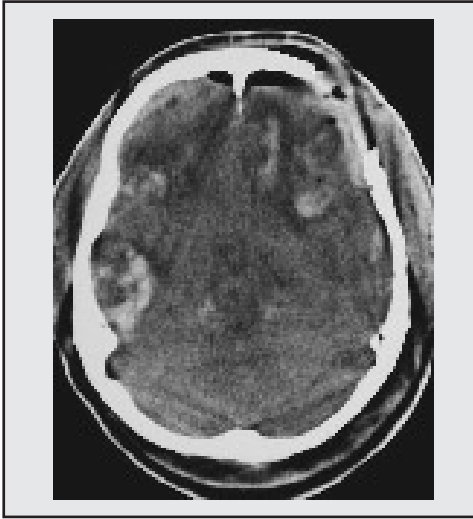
Contusiones cerebrales. TAC cerebral simple: imágenes hiperdensas intraparenquimatosas en lóbulos frontal y temporal derechos. Neumoencéfalo frontal .
